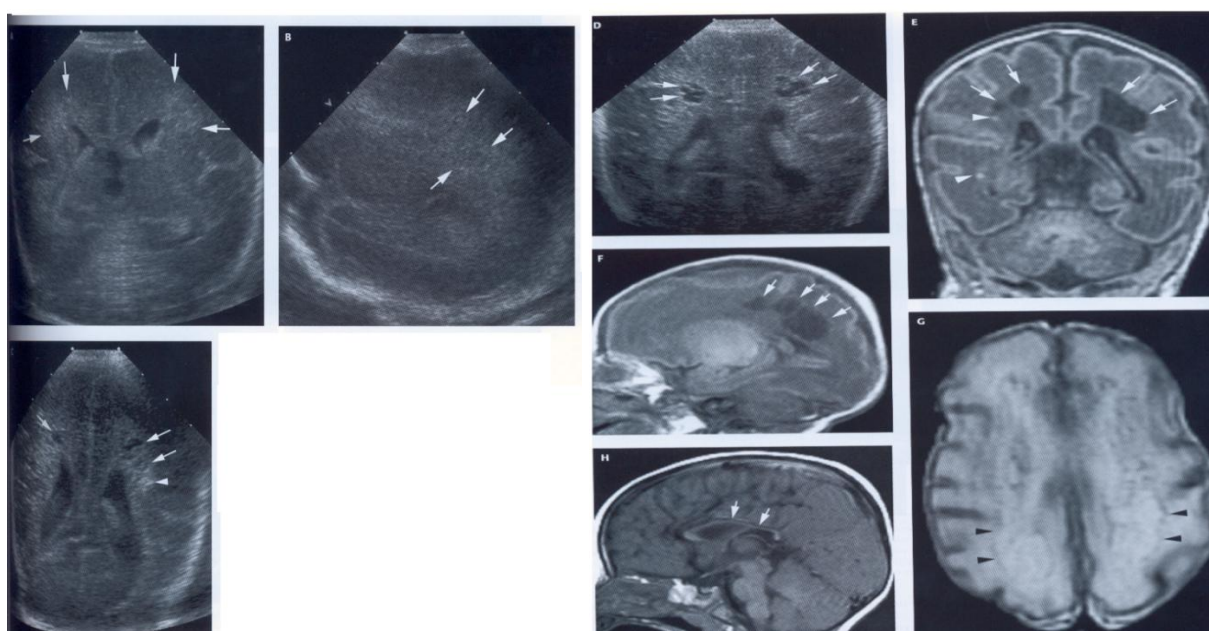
Neurosonografia și rezonanța magnetică nucleară în T1 și T2 (caz clinic 2)
